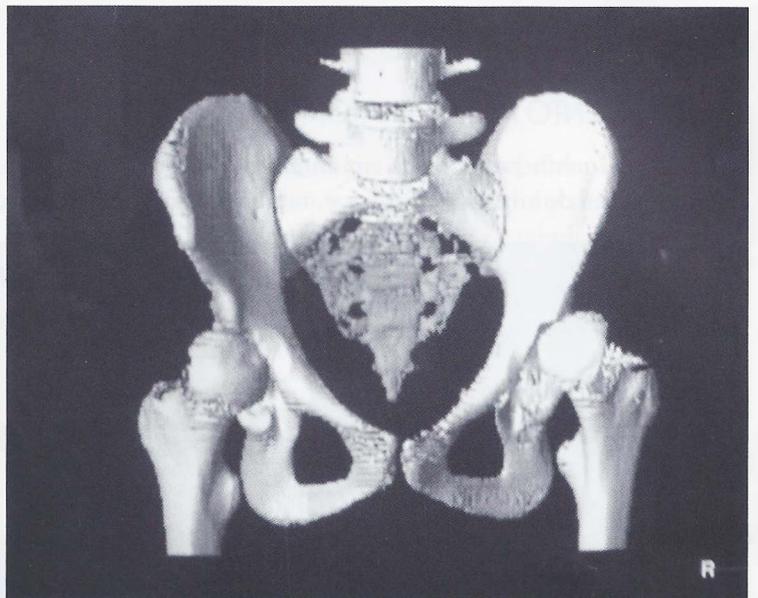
Tomografia computadorizada tridimensional.
